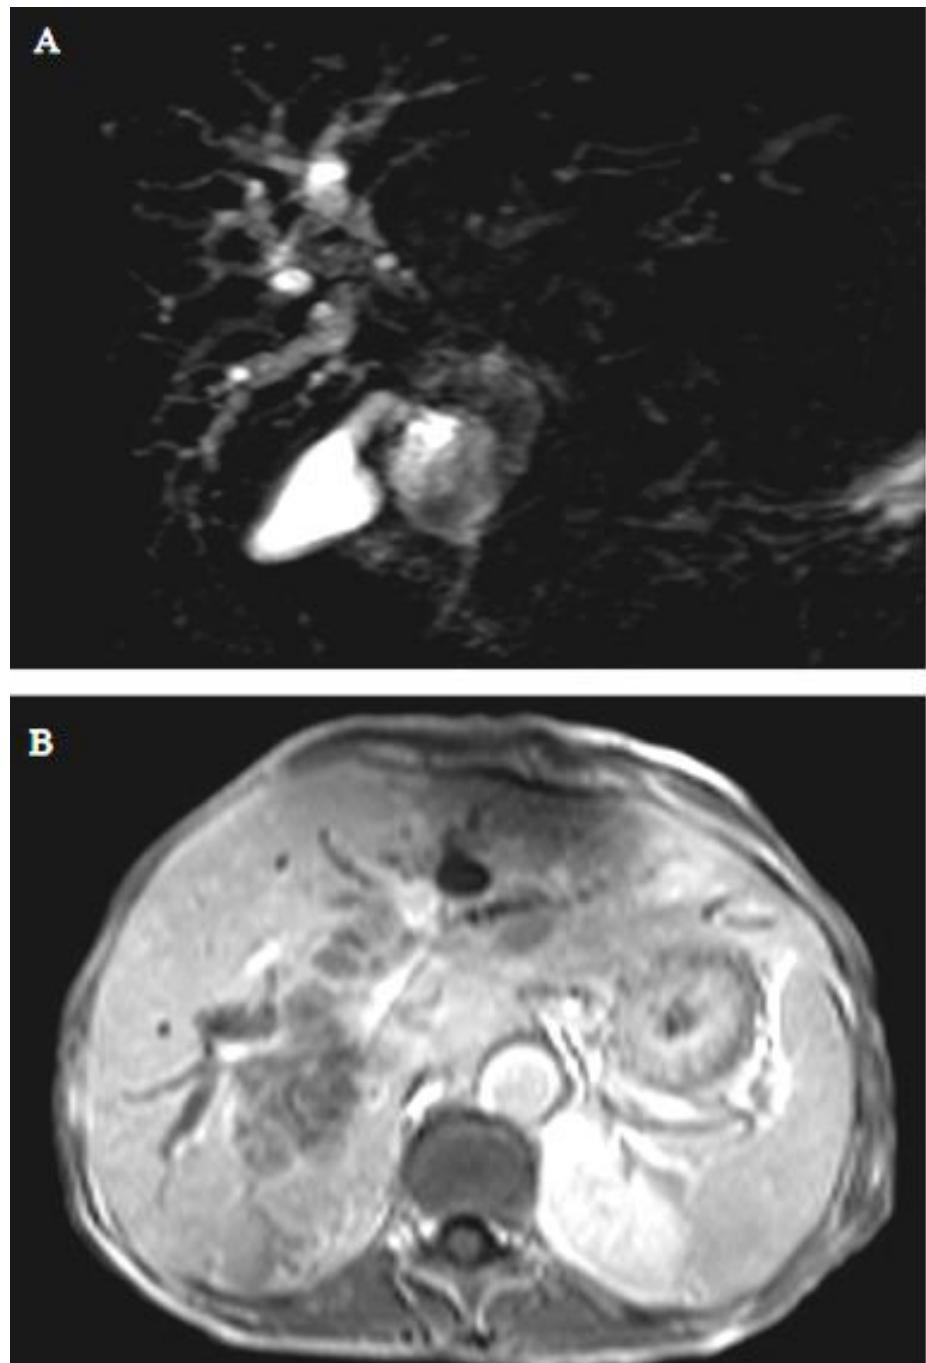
A: bili-IRM, séquence 2D montrant un arrêt abrupte de la convergence hilaire avec dilatation des voies biliaires intrahépatiques. Cholédoque normal (type II klatskin).
